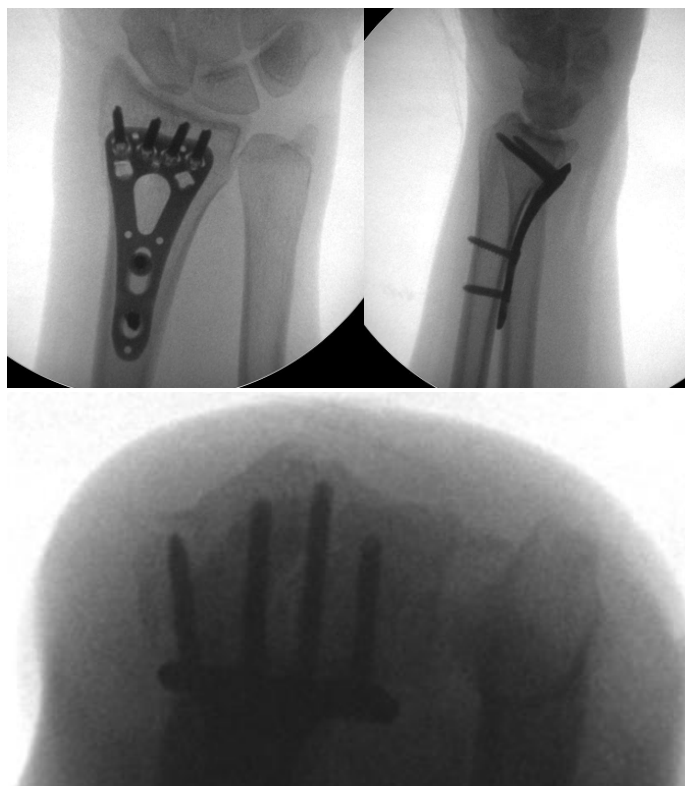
Рентгенография левого лучезапястного сустава в трех проекциях после накостного остеосинтеза реверсивного перелома Бартон волярной пластиной с угловой стабильностью
